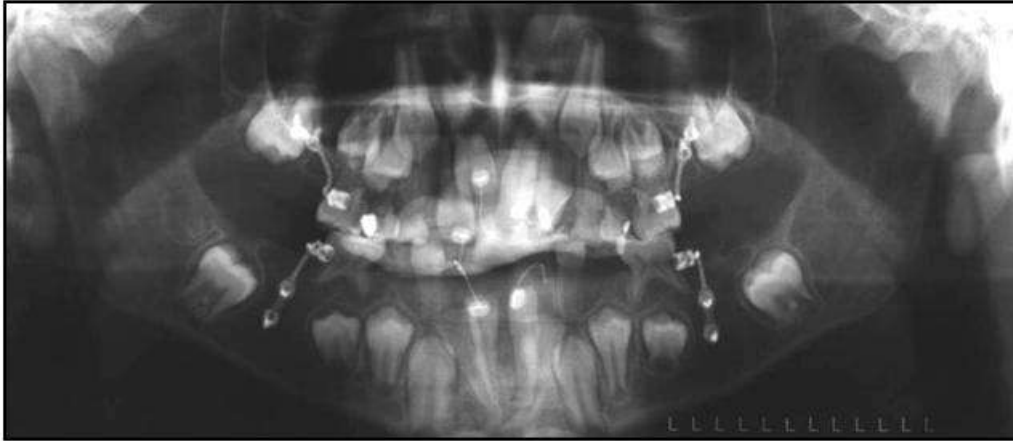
Orthopantomogramme le 05/04/05. Les boutons orthodontiques de 11 et 41 se sont décollés et ont nécessité une nouvelle intervention chirurgicale le 4/04/05(Dr J.P. Perrin).
